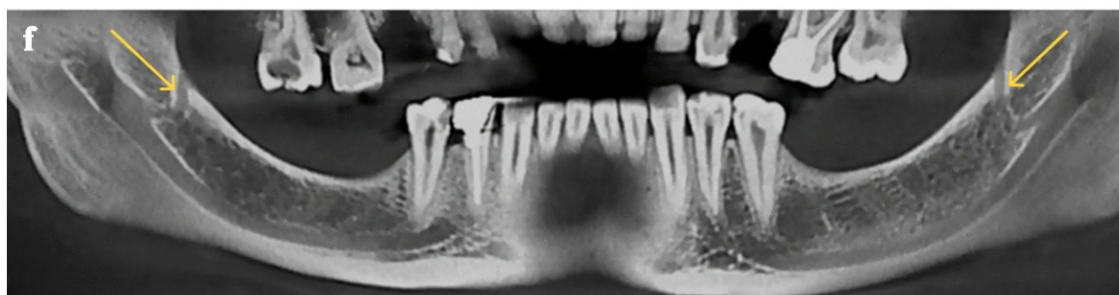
Reconstitution panoramique d'un cone beam illustrant un canal mandibulaire bilatéral de type 1 [77].
